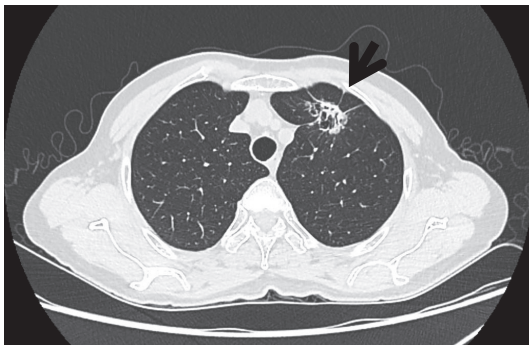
70 歳台，女性：胸部高分解能 CT（肺野条件）
